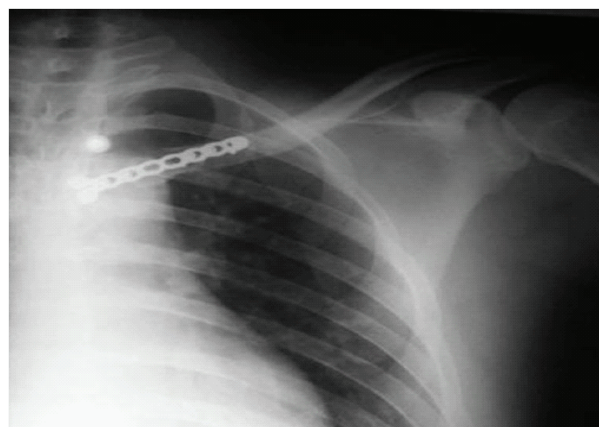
Radiografías post operatorias que muestran reducción mas osteosíntesis de luxa fractura esterno clavicular
